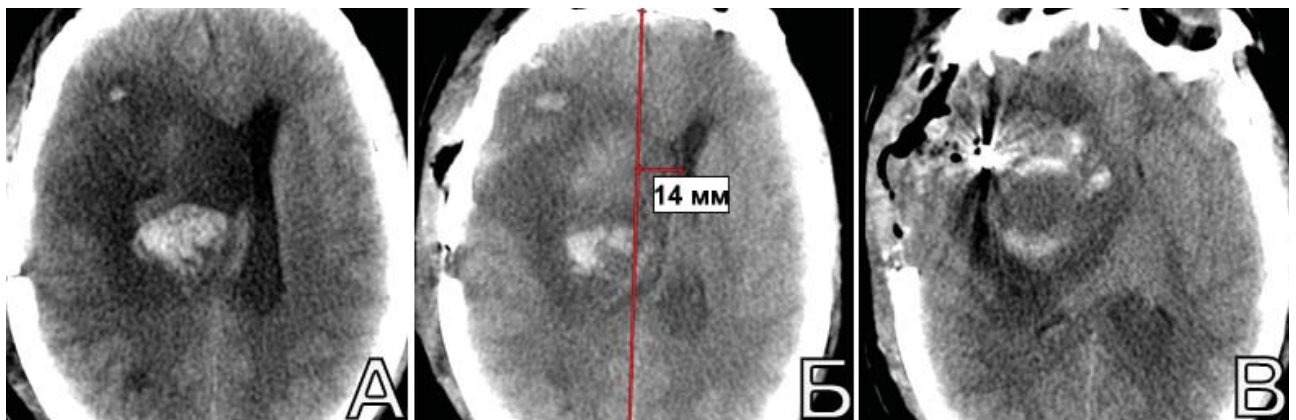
Пациентка П-ва, 33 лет. КТ головы на вторые сутки п/о. А, Б, В. Определяется выраженный отек правого полушария в сочетании с церебральной ишемией. ЛД увеличилась до 14 мм
